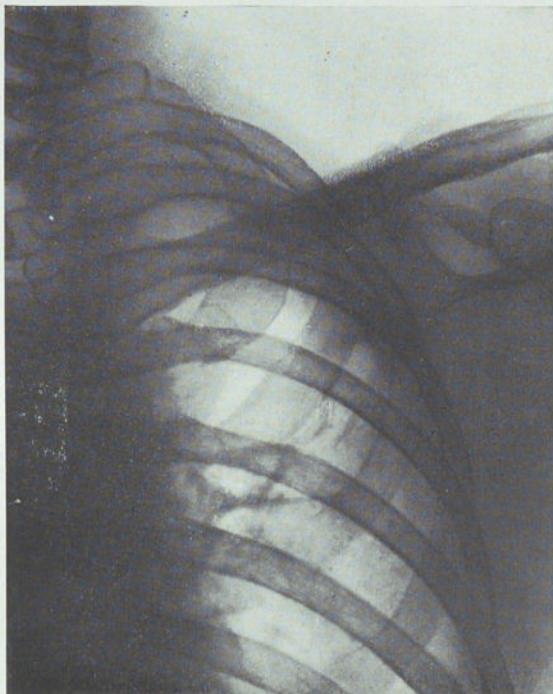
Radiografía del 24-II-38. El mismo caso. Aumenta la imagen cavitaria en sentido vertical. El diámetro transversal es más pequeño por retracción de la pared del torax.
